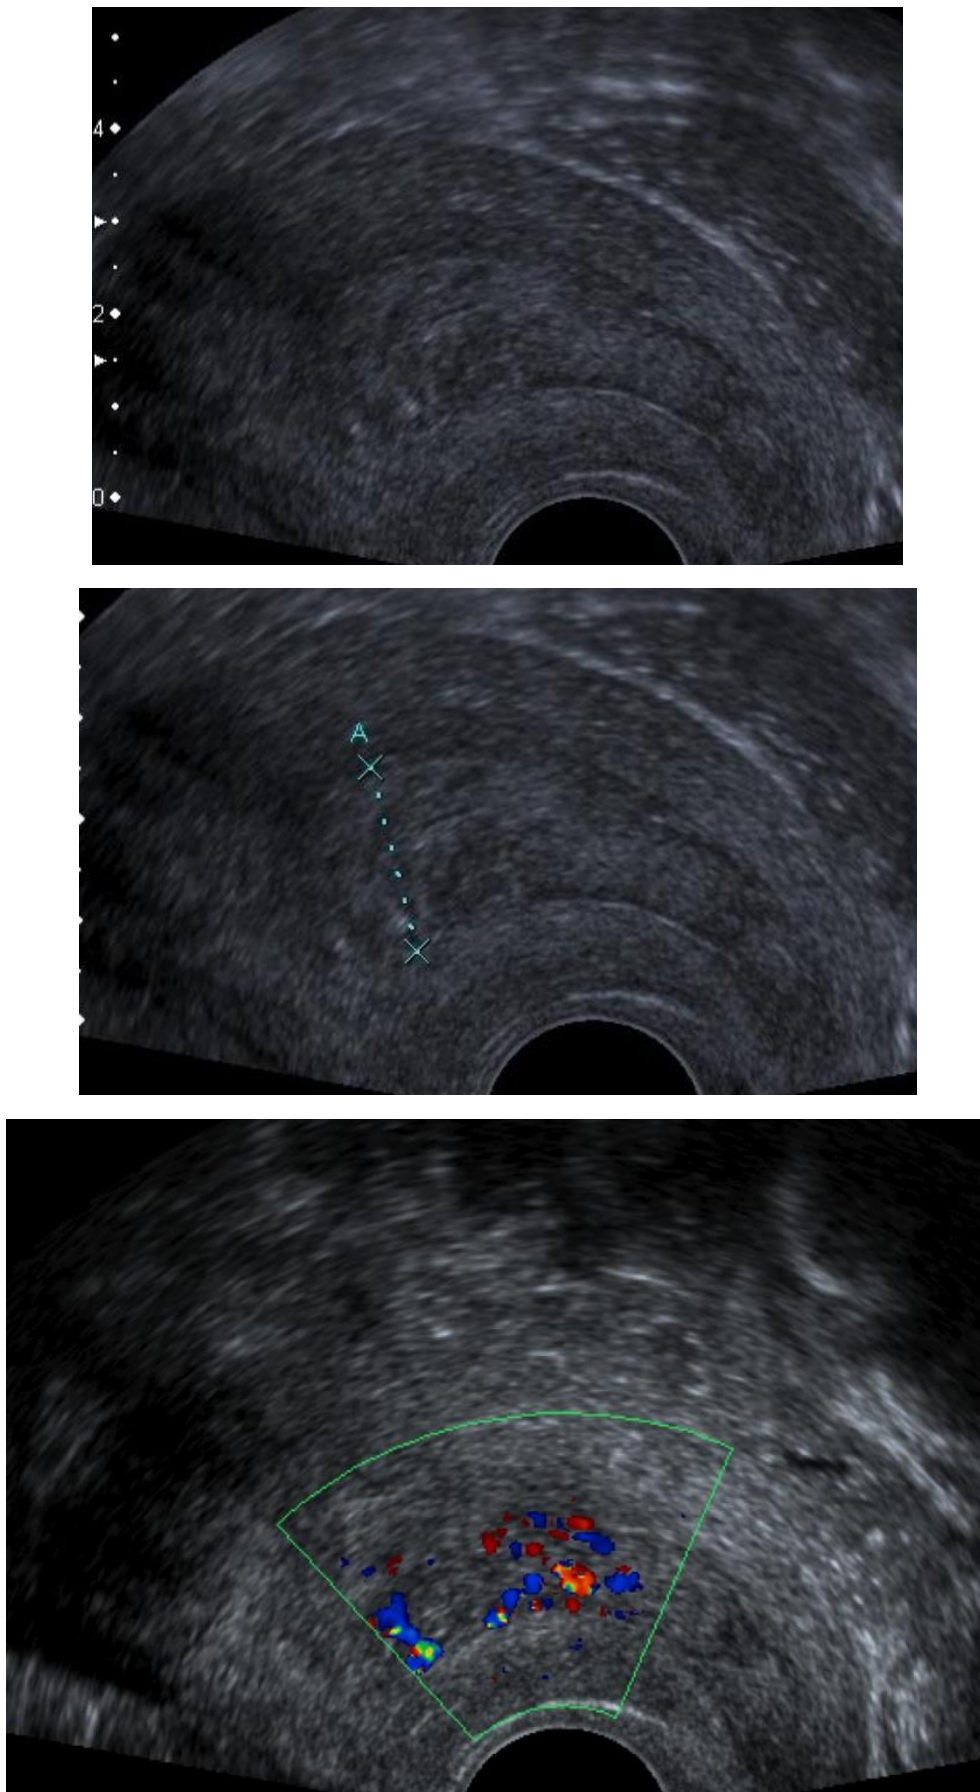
Images échographiques montrant un épaissement endométrial suspect.
